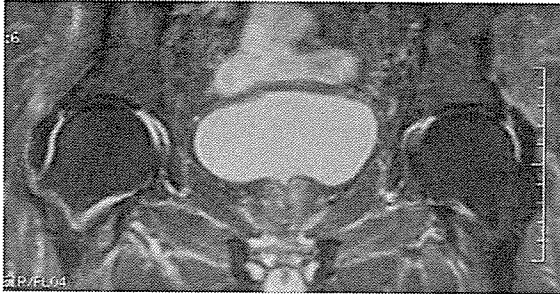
72歳男性。MPSL1g/dayパルス療法後8週のMRI画像。
